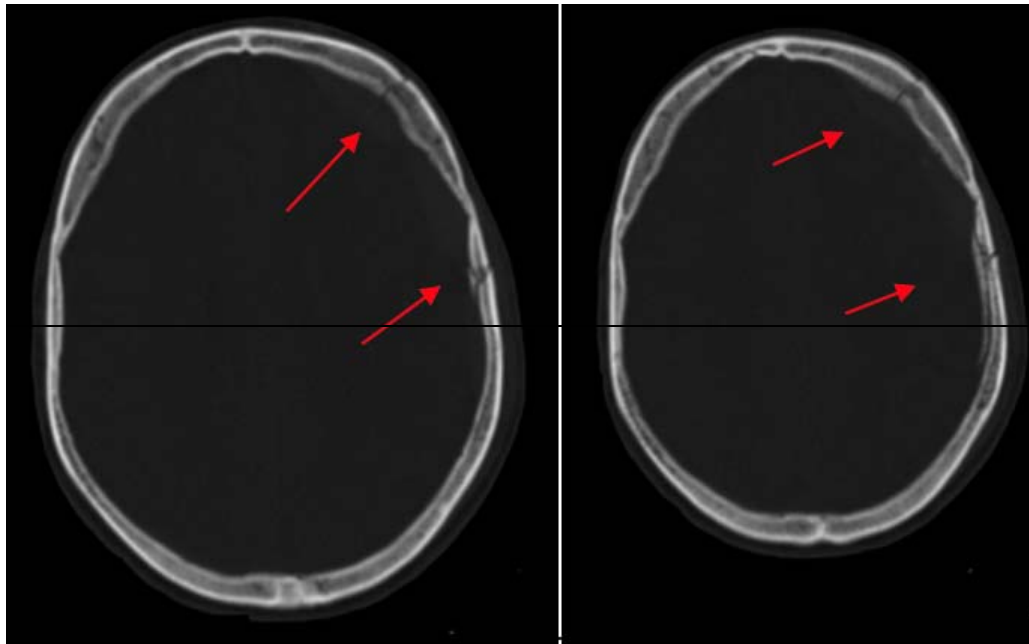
TDM cérébrale, fenêtrage osseux qui montre plusieurs traits de fractures au niveau frontal, et pariétal gauches [44].
